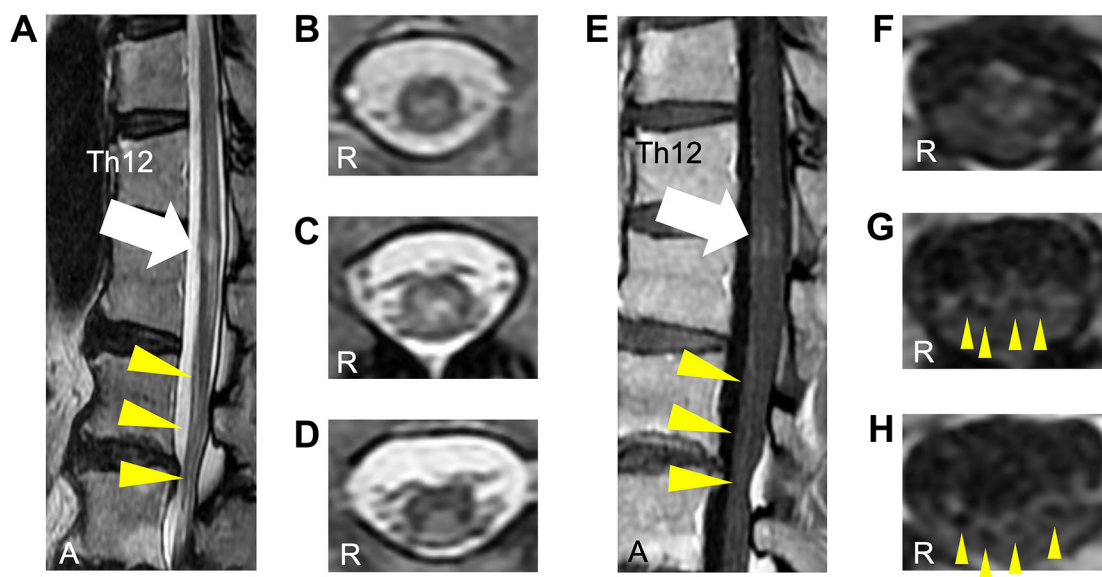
Spinal magnetic resonance imaging findings on day 15.
